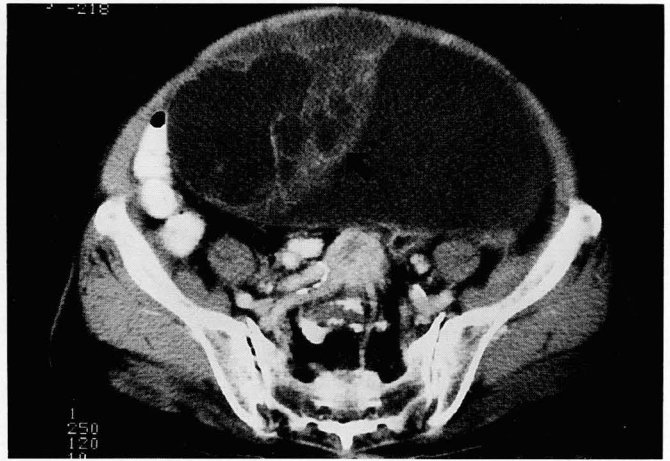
Postcontrast CT scan
